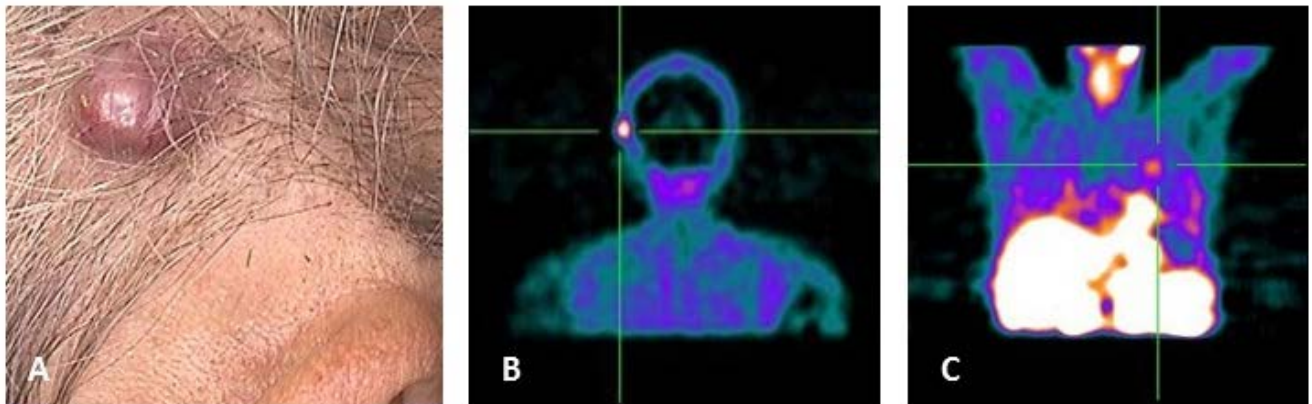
(A) Clinical presentation of nodular melanoma on right temporal region (B) SPECT image from cutaneous site showing increased MIBI uptake on right temporal region (C) SPECT image from lymph node region showing increased MIBI uptake on thorax .
